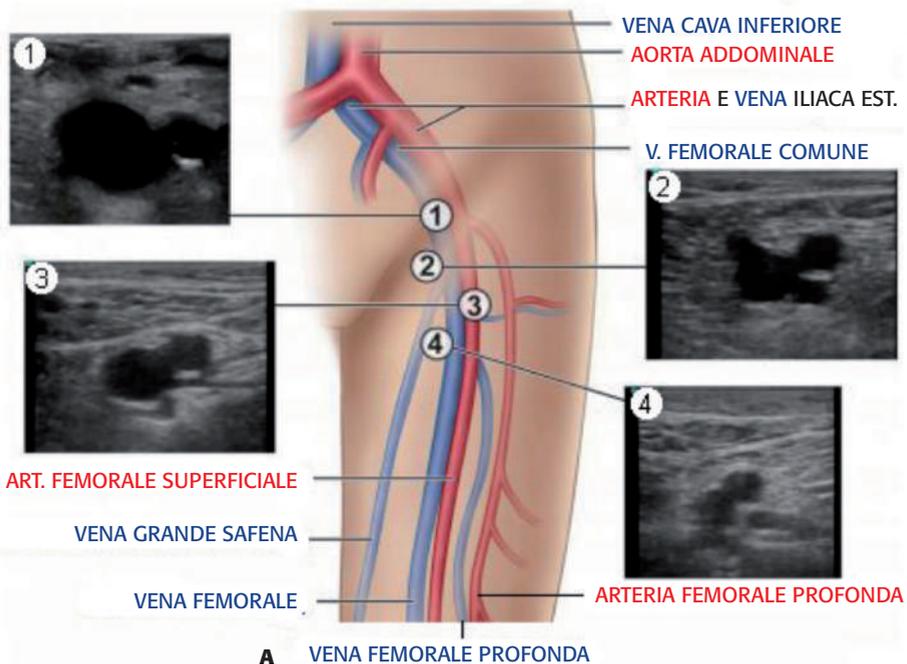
• Scansioni ecografiche dei vasi a livello della coscia sinistra (modificata da 6 bibl.). (Continua)
